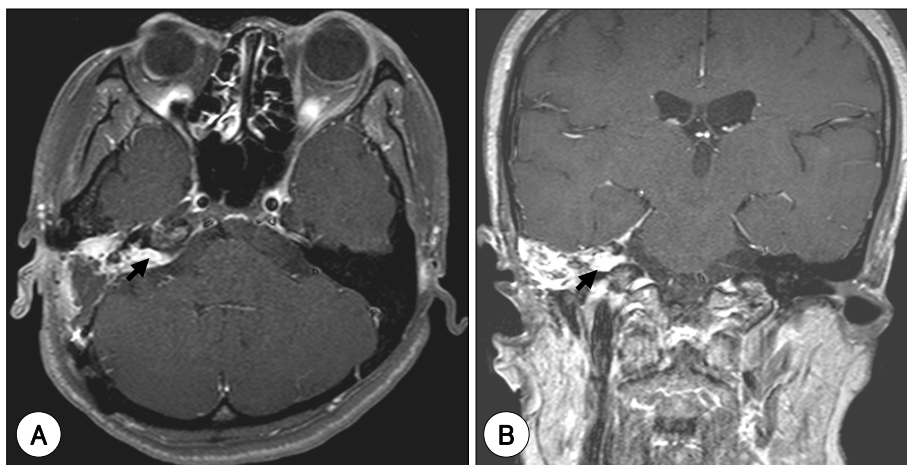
MR imaging at postoperative 1 year reveals the residual tumor in the proximal portion of internal auditory canal. Axial (A) and coronal (B), contrast-enhanced, T1-weighted view shows a enhancing mass (arrows).
